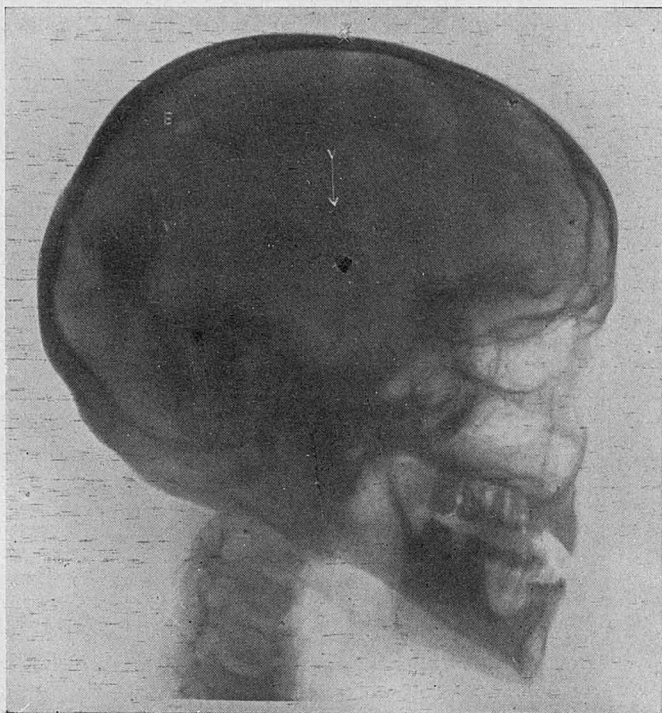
(Reforzada la mancha de metralla). Radiografía lateral con la situación del proyectil en hemisferio derecho (☛→) y el orificio de entrada (E) en zona parietal izquierda.
